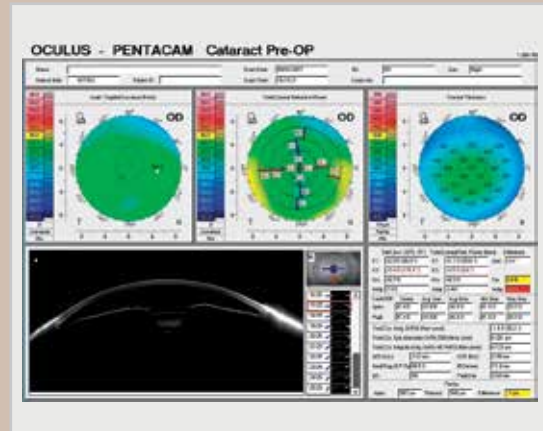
“Cataract Preop Display” disponível no dispositivo Pentacam (Oculus, Wetzlar, Alemanha). Esta tela permite que o cirurgião veja a diferença entre a ceratometria simulada (SimK) e os dados totais da potência da córnea, juntamente com outros dados relevantes derivados da tomografia do segmento anterior.
